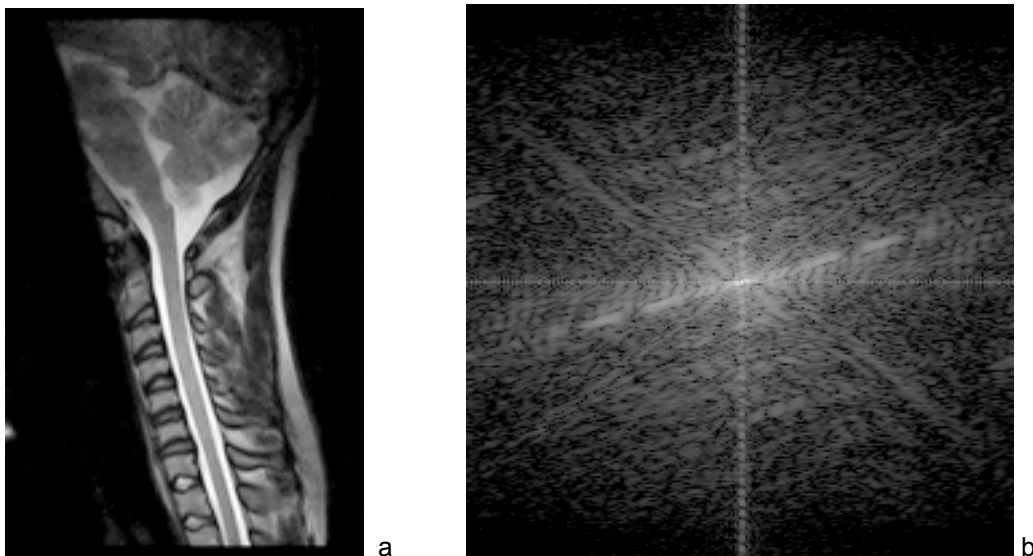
Image d'IRM (a) et son équivalent en représentation dans le domaine fréquentiel (b). Réalisé grâce au logiciel ImageJ [20]
